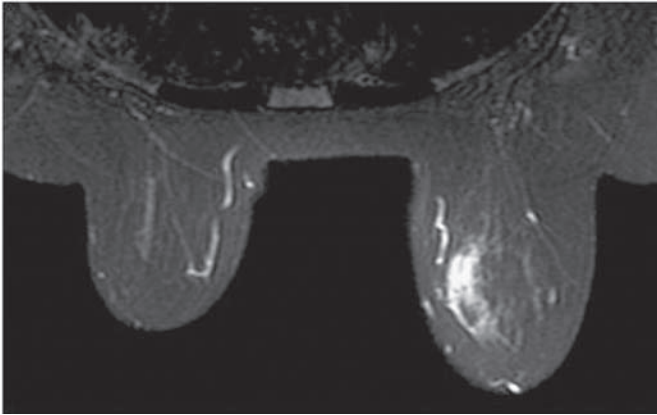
Resonancia magnética DWI: nódulo con restricción aparente en la difusión.
